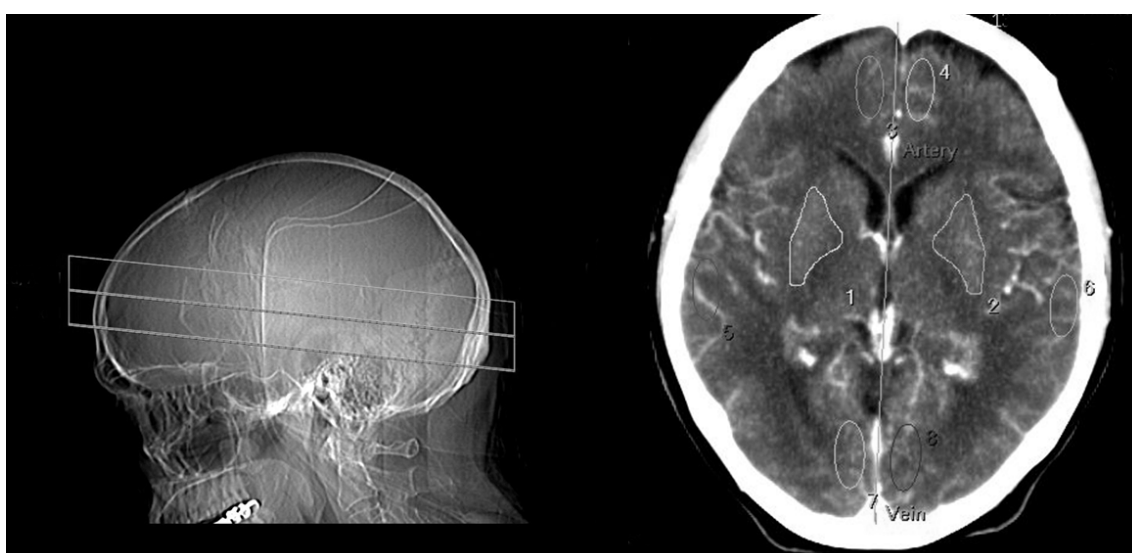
TC craneal que muestra un corte axial con los ROIs colocados en aquellas áreas donde se pretende medir los parámetros de perfusión, tanto en ganglios basales (1 y 2) como en regiones corticales (3-8)
